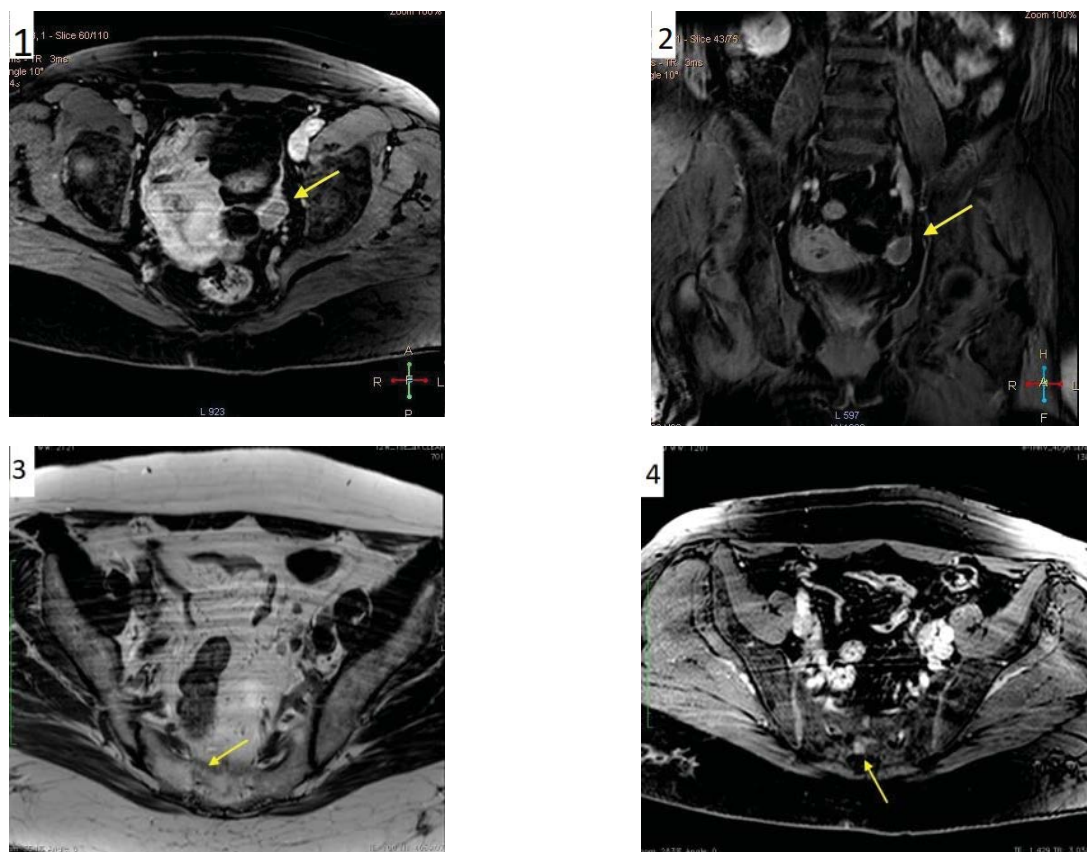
МРТ органов малого таза: T1 с контрастным усилением в аксиальной (1) и коронарной (2) проекциях — стрелками обозначена опухоль левого яичника; на T2 в аксиальной проекции (3) стрелкой обозначена зона патологических изменений в правых отделах крестца; в режиме T1 с контрастным усилением (4) в аксиальной проекции стрелкой обозначена зона накопления контраста в правых отделах крестца (предположительно — метастаз).
